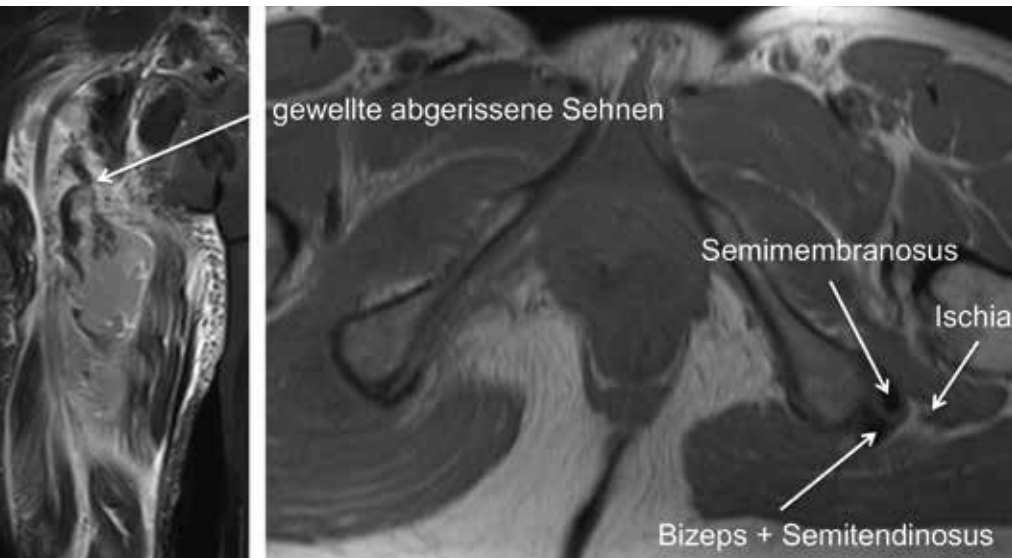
MRT-Darstellung eines kompletten Ausrisses der intramuskulären Sehne des Semimembranosus mit Dislokation beim Profi-Fußballer in coronarer (links) Schichtung. Eingefügt sind die sehr hilfreichen und exakten Erläuterungen des diagnostizierenden Radiologen (Courtesy Prof. M. Mack).
